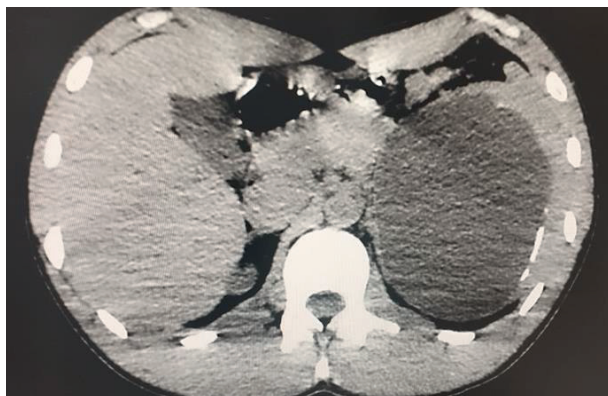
Пациент М., 21 год. МСКТ. Гигантская посттравматическая киста селезенки
